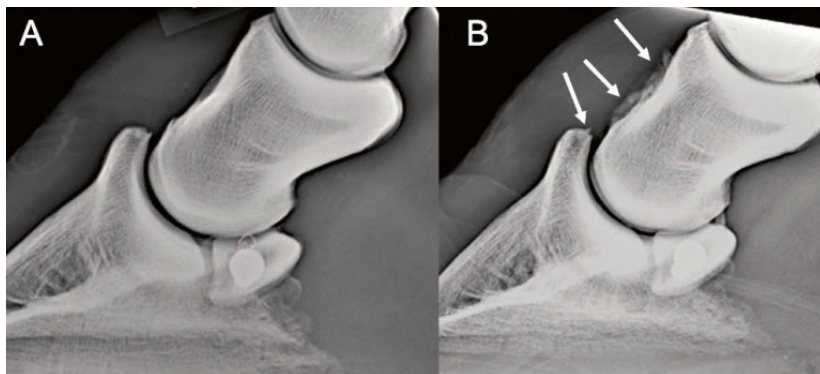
Lateromediale Röntgenaufnahme von Patient 2. A = 6 Tage post-operativ, milde OA im Hufgelenk; B = 3 Monate post-operativ, mit Progression der OA im Hufgelenk (weisse Pfeile).
